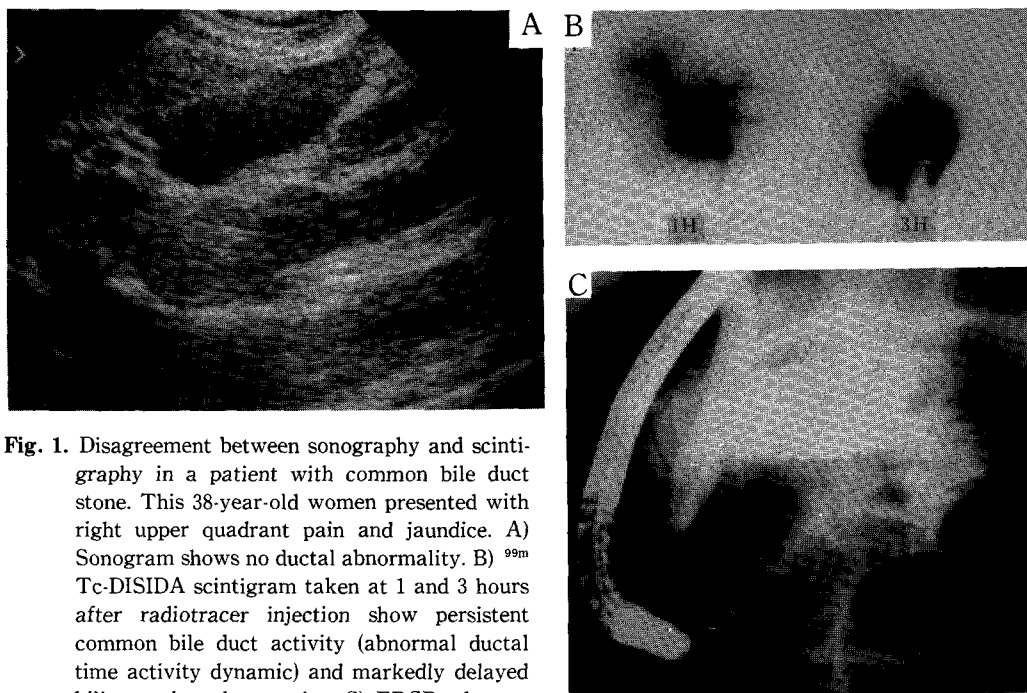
Disagreement between sonography and scintigraphy in a patient with common bile duct stone. This 38-year-old women presented with right upper quadrant pain and jaundice. A) Sonogram shows no ductal abnormality. B) ^{99m}Tc-DISIDA scintigram taken at 1 and 3 hours after radiotracer injection show persistent common bile duct activity (abnormal ductal time activity dynamic) and markedly delayed biliary-to-bowel transit. C) ERCP demonstrates multiple stones in proximal and distal CBD.
